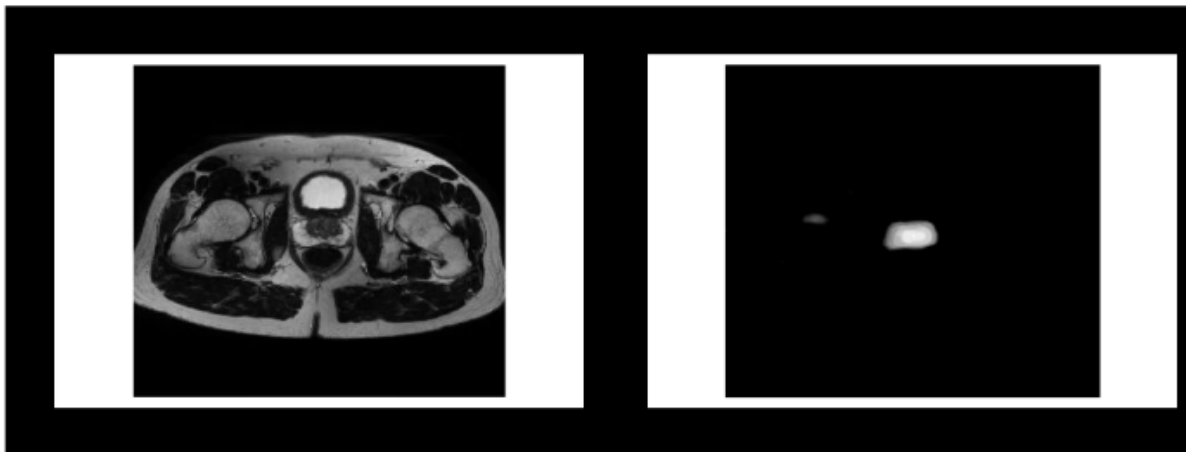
Segmentation de la partie tumorale à partir d'une image IRM radiologique
